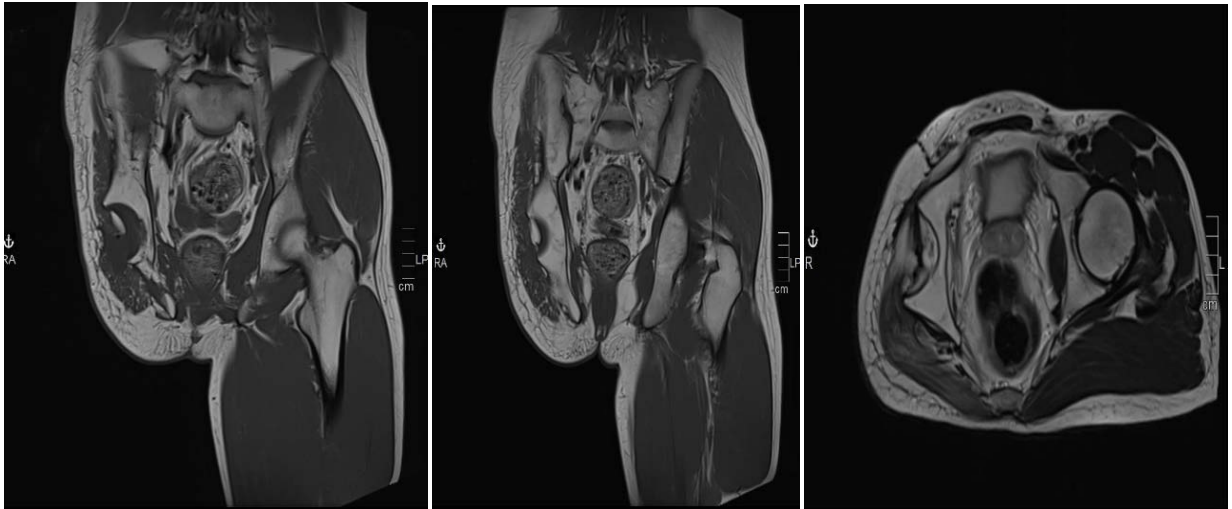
IRM post opératoire
